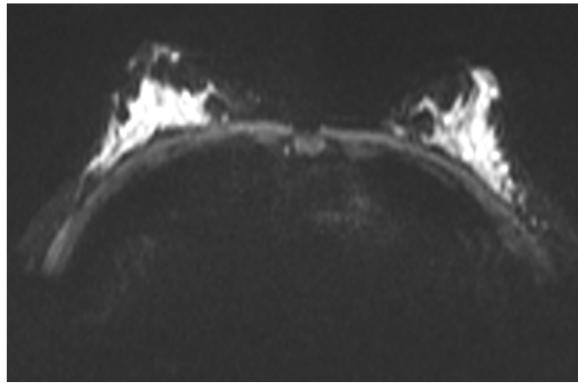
RMN con múltiples quistes de contenido heterogéneo y realce de sus paredes (BIRADS 3) compatible con papilomatosis juvenil múltiple.
